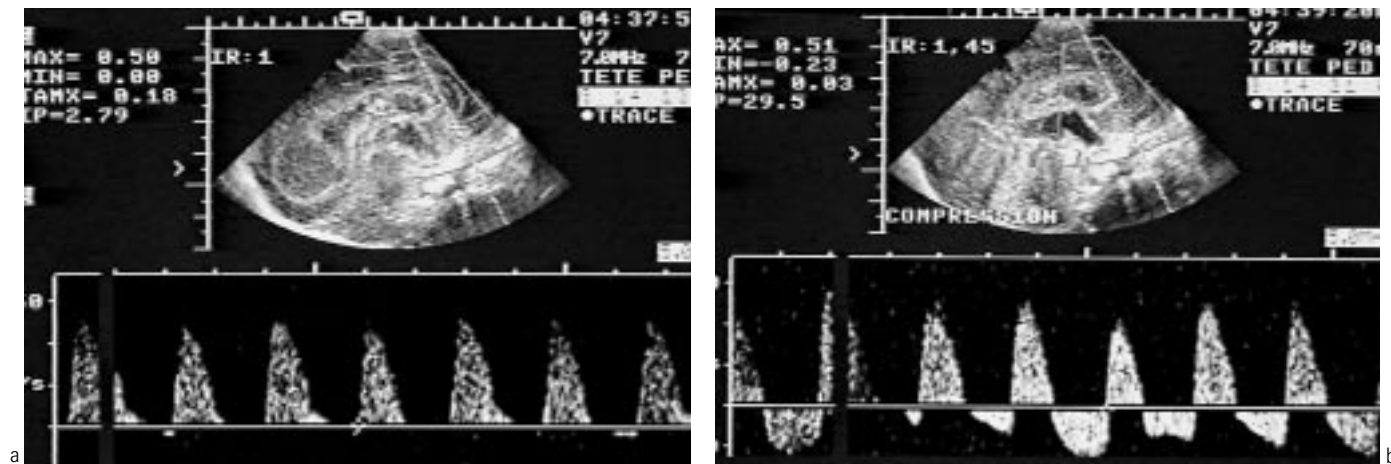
(a et b) : Surveillance d'une dilatation ventriculaire post-hémorragique. Étude en Doppler pulsé de l'artère cérébrale antérieure.
